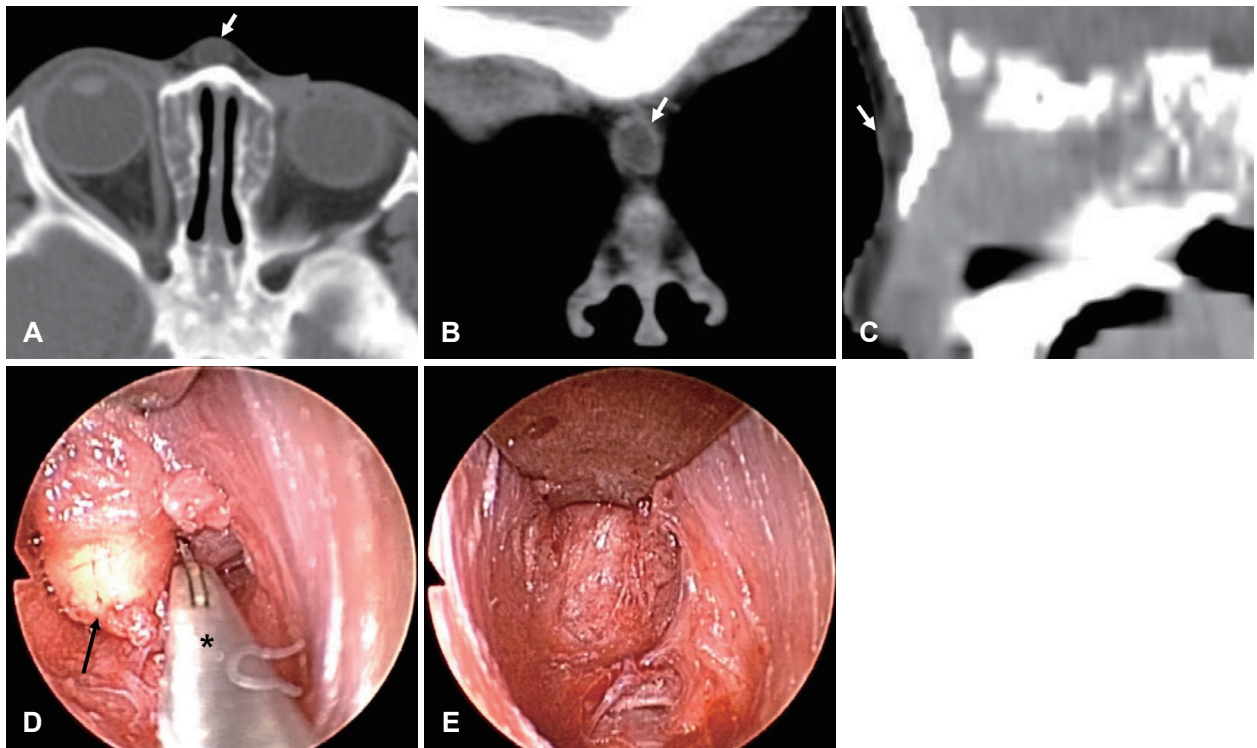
Representative preoperative contrast-enhanced CT scans and intraoperative endoscopic images. A 0.7×0.8×0.5 cm sized well-defined cystic lesion with rim enhancement (white arrows) (A and B) was shown on the nasal dorsum in the axial (A) and coronal (B) views. No evidence of intracranial extension was identified in the sagittal view (C). During the operation, a round-shape yellowish mass (black arrow) was visualized in the supraparichondrial plane after an extra-capsular dissection using microscissors (asterisk) and periosteal elevators (D), which were completely removed (E).
